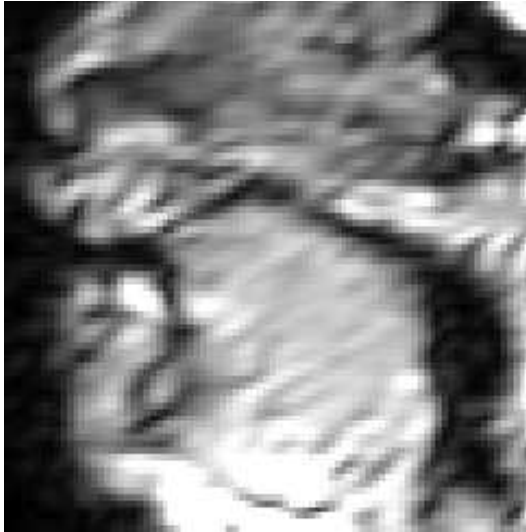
Pat 2: Artikulation vom postalveolaren /ʃ/ im Wort *Schädel* (a) vor und (b) nach einer Zungenlösung (Echtzeit-MRT).
